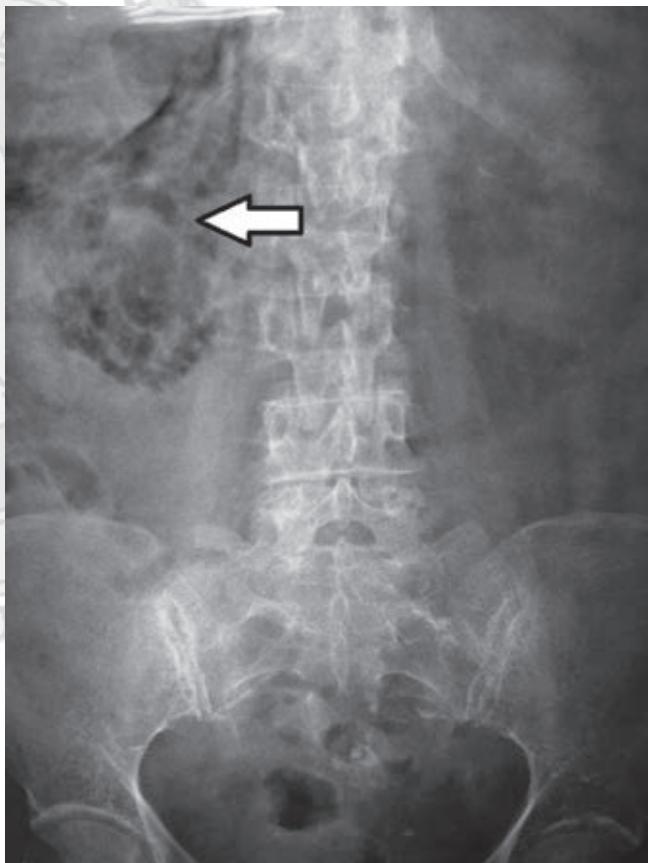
Radiografía simple de abdomen en decúbito. Acumulación de gas en el hipocondrio derecho.
